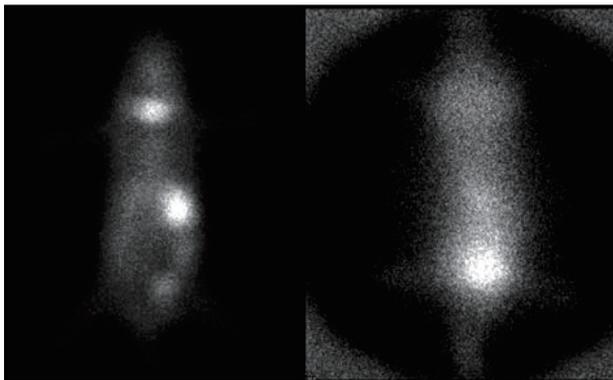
小鼠的⁹⁹Tc^m和¹⁸F-FDG平面图像
